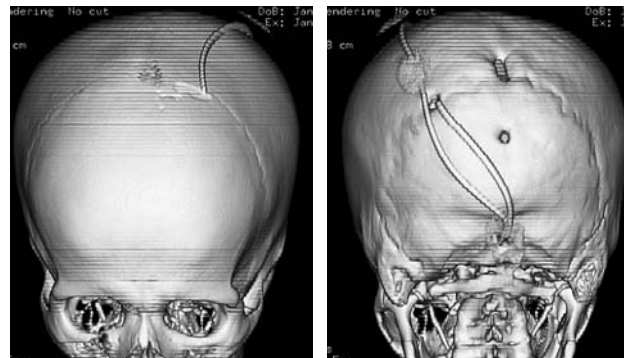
МСКТ больного 23 лет с окклюзионной гидроцефалией на фоне верхней ретроцереbellарной кисты. 3D-реконструкция в костном режиме. Объемное изображение «собранного» шунта: кисто-вентрикулярное соустье + кисто-субгалеальный шунт
